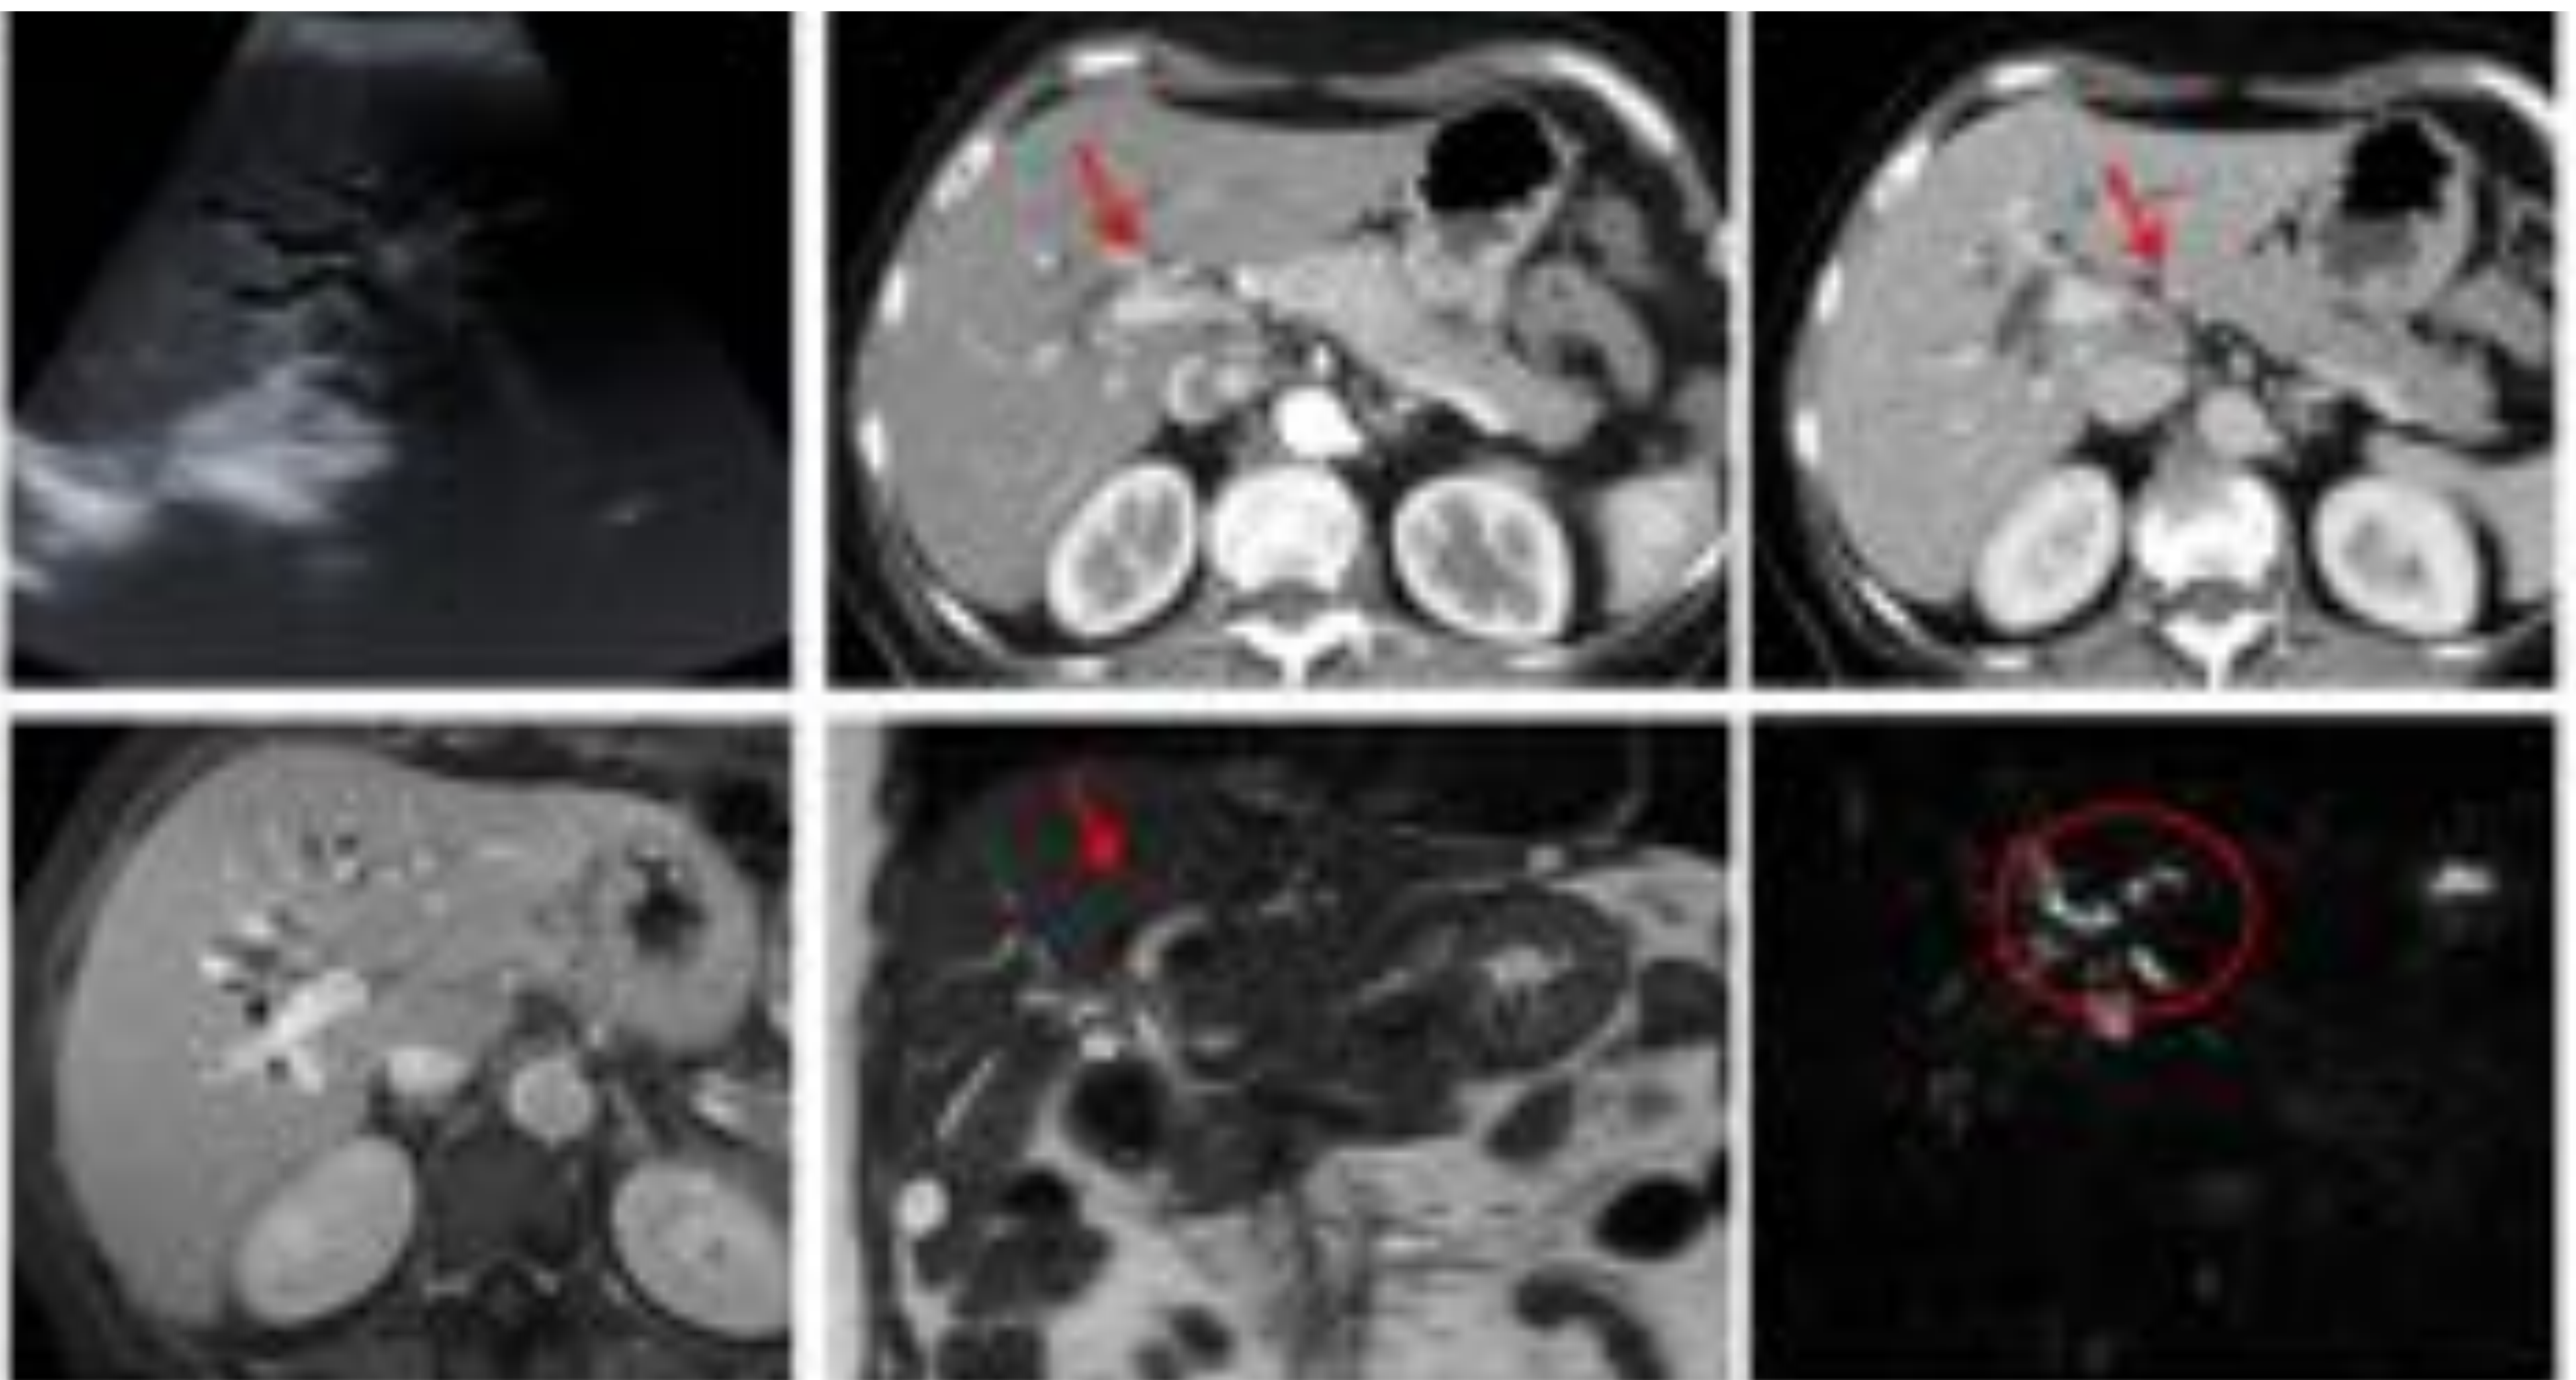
Varón de 73 años asintomático, con colestasis. En ecografía se detectó dilatación de la vía biliar intrahepática. La TC muestra engrosamiento tumoral del conducto hepático derecho adyacente a la confluencia.
